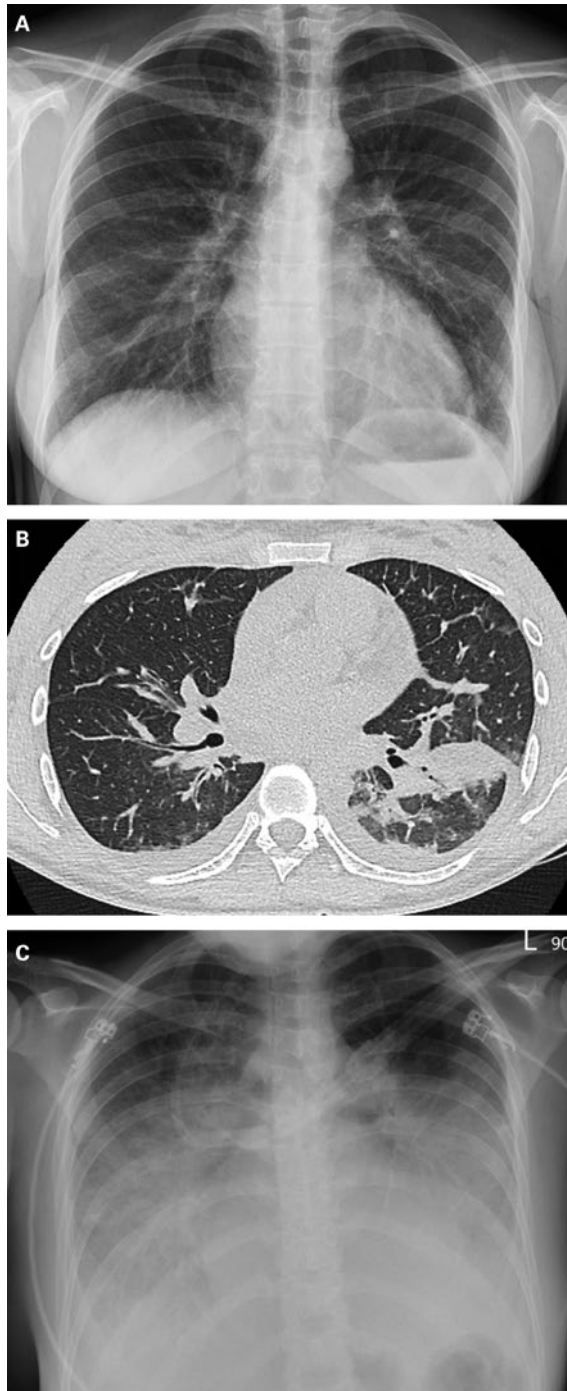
Befunde zum Zeitpunkt des DRESS-Rezidivs bei der 2. Hospitalisation mit respiratorischer und kardiovaskulärer Insuffizienz: A) Diskrete linksbetonte und interlobäre Pleuraergüsse am Eintrittstag. B) CT-Thorax am 2. stationären Tag: Infiltrat im linken Unterlappen sowie leichter Pleura- und Perikarderguss. C) Infiltrate und Überwässerung am dritten Hospitalisationstag bei Betaaufnahme.
